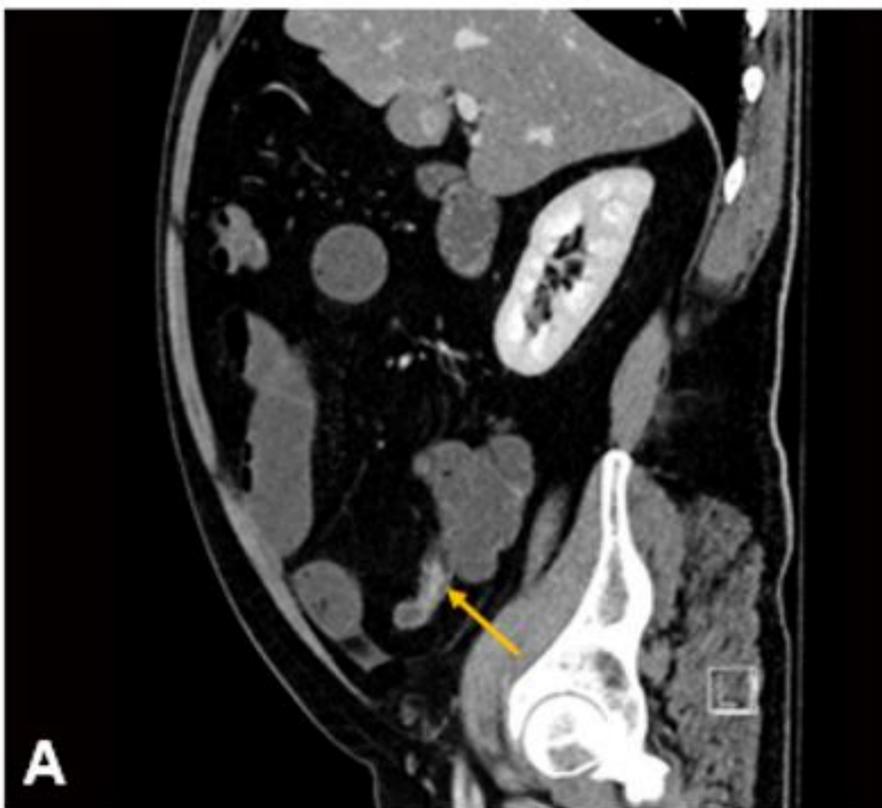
Paciente con enfermedad de Crohn en el que como hallazgo incidental se identifica un divertículo de Meckel no complicado (flecha amarilla) (A y B imágenes de TC con CIV; C y D imágenes de RM T2). En A y B el paciente muestra asas de intestino delgado distendidas secundarias a ileítis terminal en el contexto de su enfermedad inflamatoria intestinal
